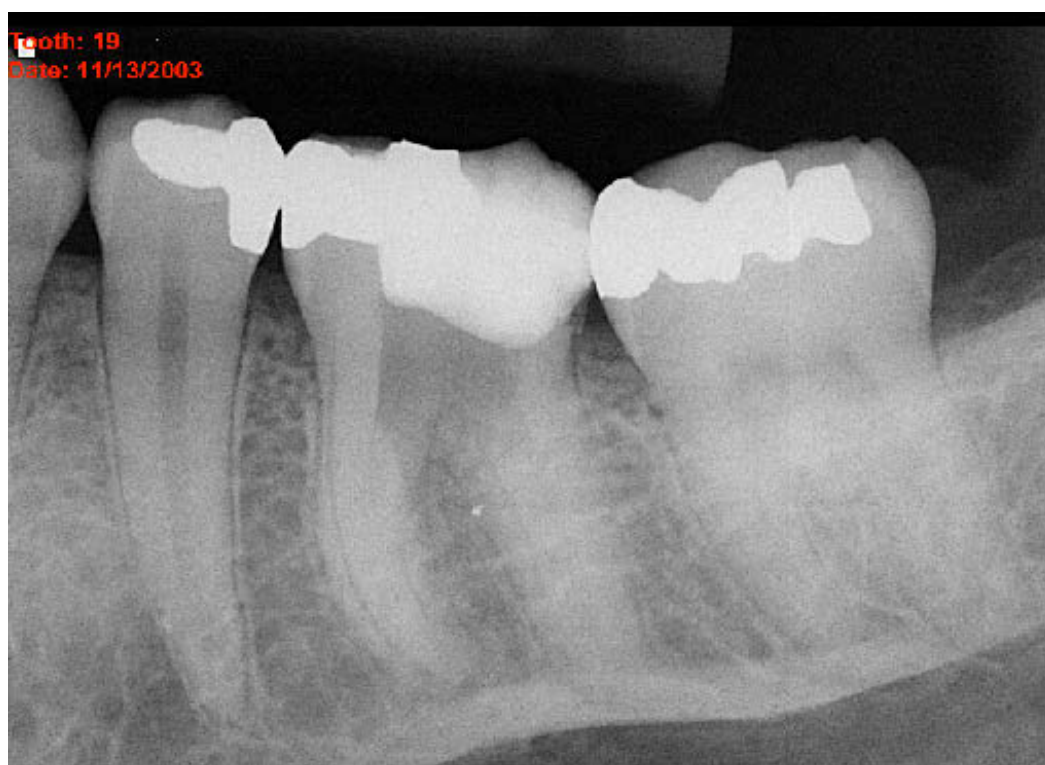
Das präoperative Röntgenbild zeigt eine große Perforation (13.11.2003).
